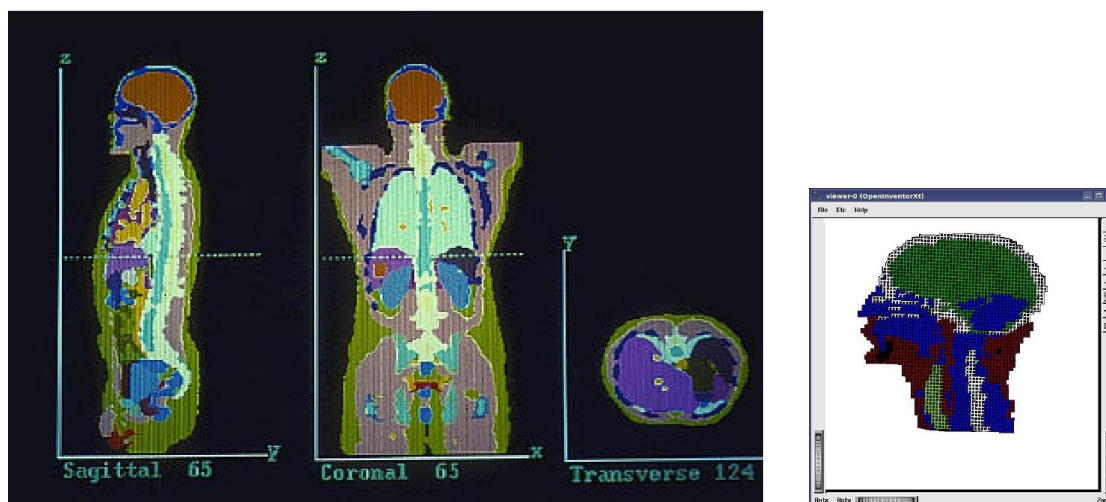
Fantasmas antropomórficos voxelizados Zubal. Arriba el fantoma de cabeza y torso basado en una TAC. Abajo el de cerebro basado en una RM
